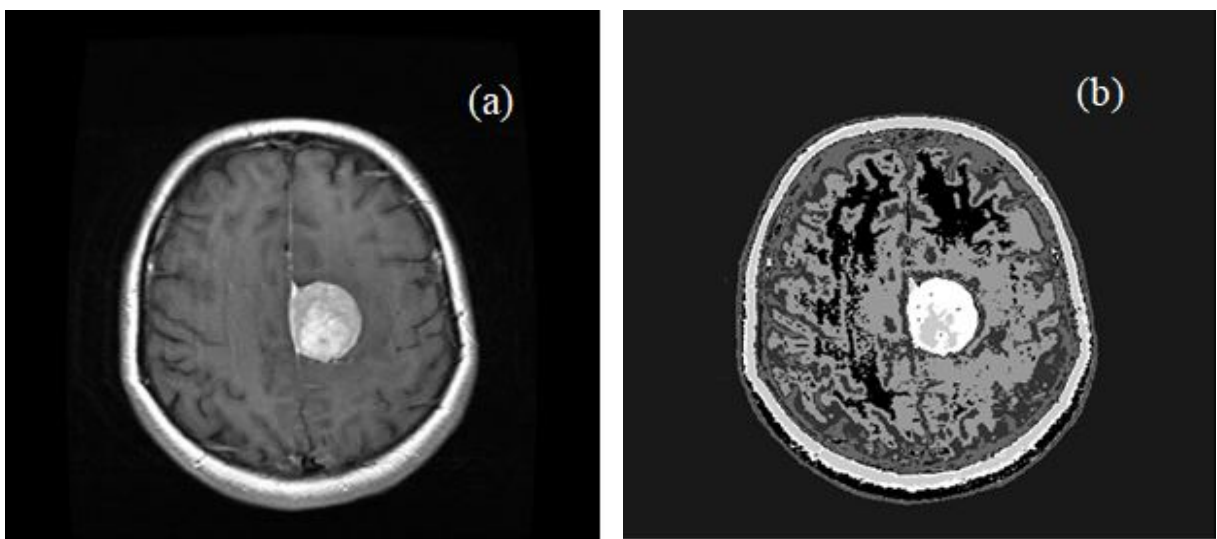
Image IRM segmentée par Fuzzy-cmeans sans filtrage.
